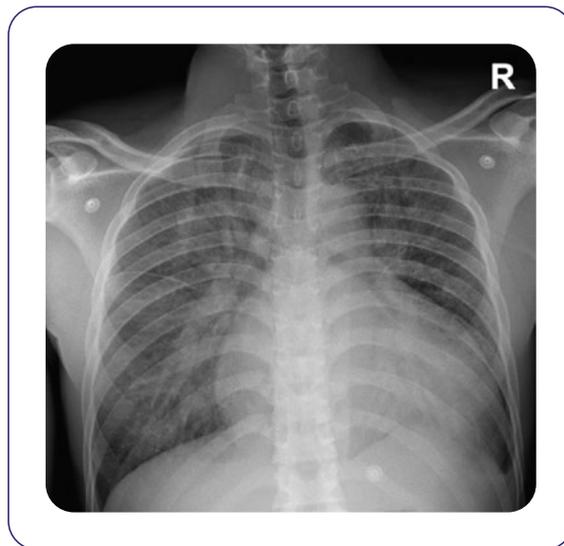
Radiografía de tórax que muestra índice cardiorácico aumentado, senos costofrénicos libres y signos de hipertensión venocapilar de grado III.
